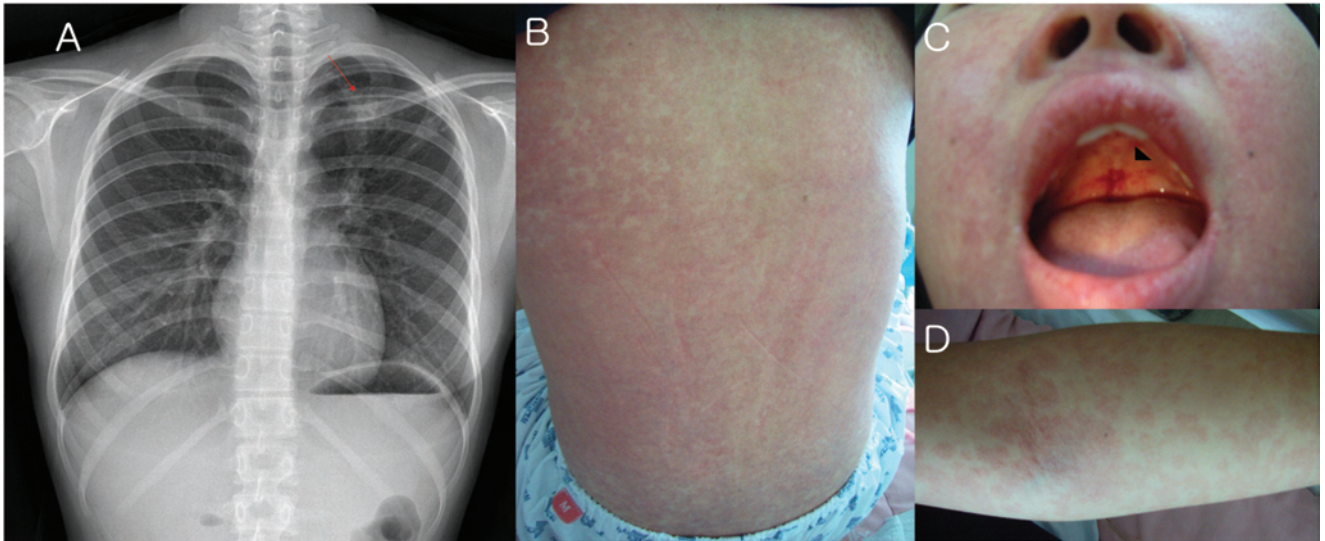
A, Chest radiograph that indicates presence of active TB on left upper lung (red arrow). Diffuse maculopapular rash on the patient' s back (B), arm (D) and petechial hemorrhage on palatine (C, black arrow head)
